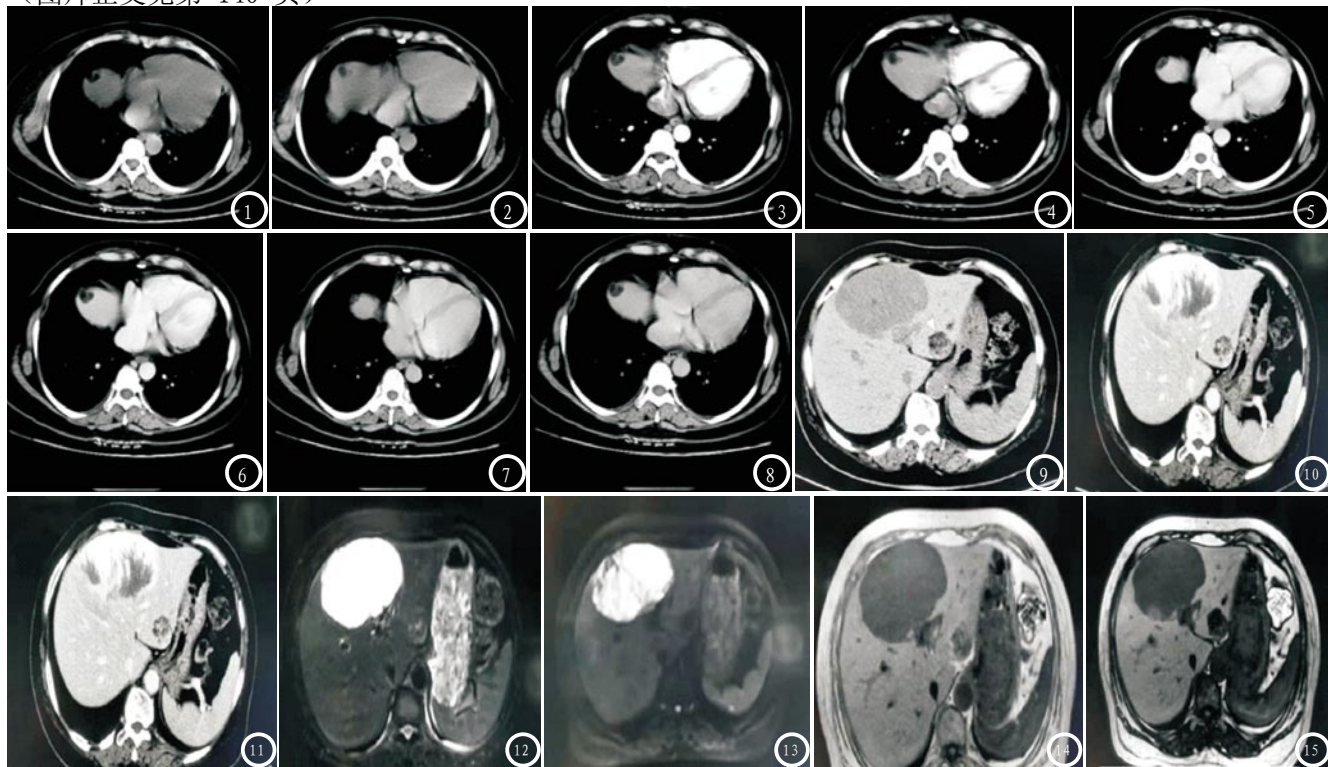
为CT平扫像,肝左叶平扫可见团块状病灶,密度不均。图3-4 为CT增强动脉期像,病灶软组织成分中度强化,脂肪组织没有强化。图5-6 为CT静脉期持续强化像,病灶持续不均强化。图7-8 为CT延迟期持续强化像,内可见脂肪密度影。图9 为肝左叶高低混杂密度结节,图10 为动脉期不均匀强化,图11 为静脉期强化略有减低;MRI: 图12 为T₂WI序列肝左叶稍高及等混,图13 为T₁WI序列无明显受阻,图14 为T₁WI呈高低混杂信号,图15 为反相位病灶内信号降低。
